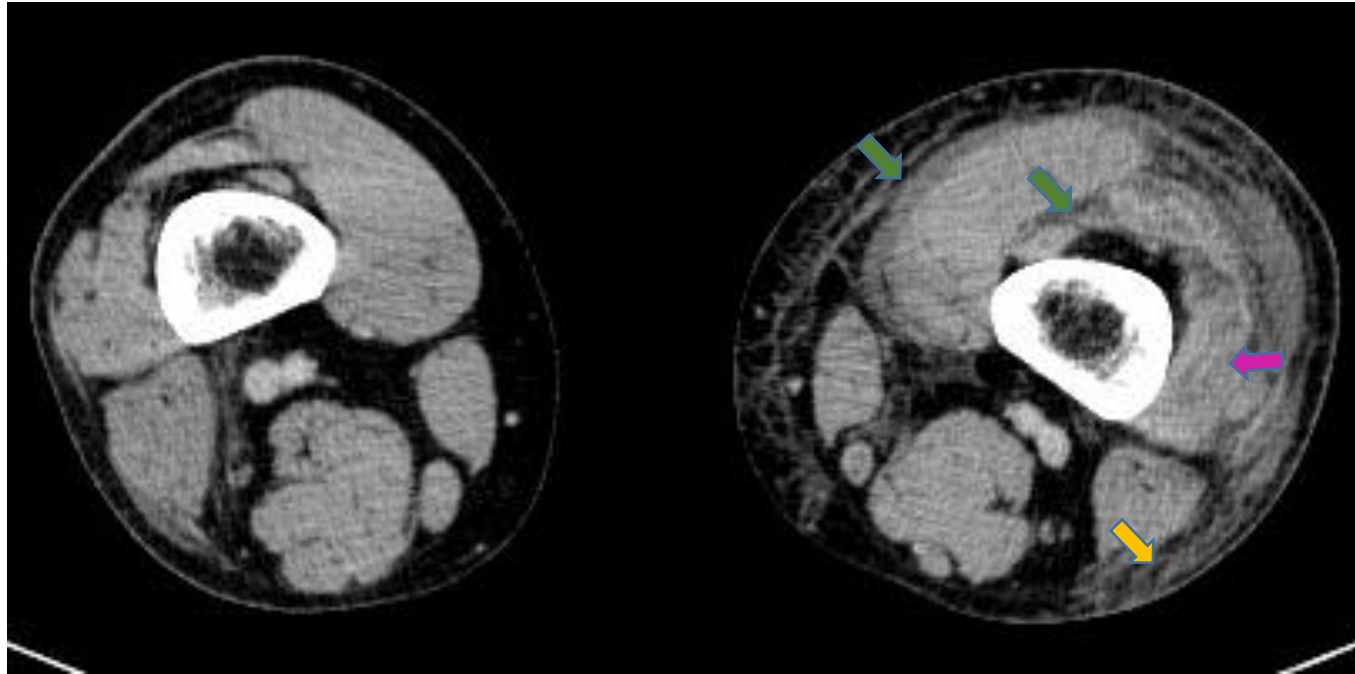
TC con contraste iv. Edema del tejido celular subcutáneo (flecha naranja), engrosamiento de la fascia profunda e intermuscular (flechas verdes) y edema del vasto lateral del cuádriceps (flecha rosa)
